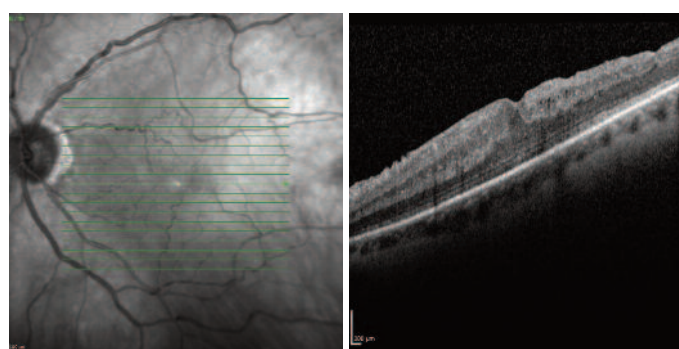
Postoperativer Befund des gleichen Auges sechs Wochen nach 23-Gauge Pars-plana Vitrektomie mit Membranpeeling. In der Optischen Kohärenztomographie (OCT) zeigte sich eine deutliche Reduktion der zentralen Netzhautdicke auf 459 µm, eine Reorganisation der Netzhautschichten, sowie eine beginnende Wiederherstellung der fovealen Depression. Der Patient berichtete über eine deutliche Besserung der metamorphotischen Beschwerden und zeigte einen Visusanstieg auf 0,32.
